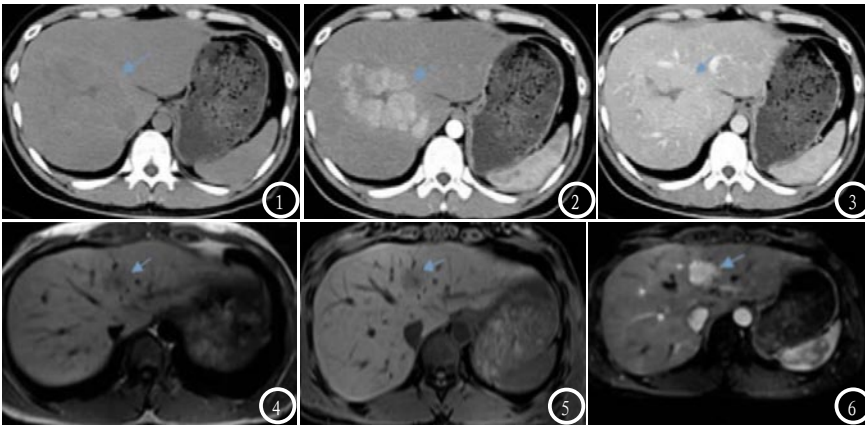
为MSCT扫描FHN所示,其中图1为平扫见肝右叶低密度影(如箭头所示);图2 为增强扫描动脉期强化(如箭头所示),且瘢痕无强化;图3 为静脉期肿块强化呈等密度(如箭头所示)。图4-6 为MRI扫描FHN所示,其中图4 T₁WI示肝左叶占位病变(如箭头所示);图5 为肝左叶占位病变呈等信号;图6为动脉期病灶强化(如箭头所示)。
